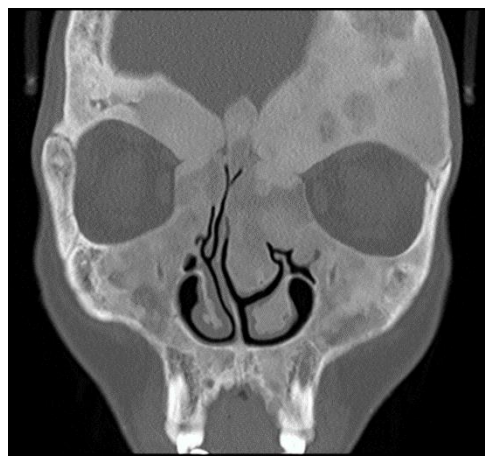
TC dos sérios perinasais com dimorfismo do maciço maxilo-facial e base do crânio, com expansão óssea/alteração do padrão trabeculação e padrão em vidro despolido.
